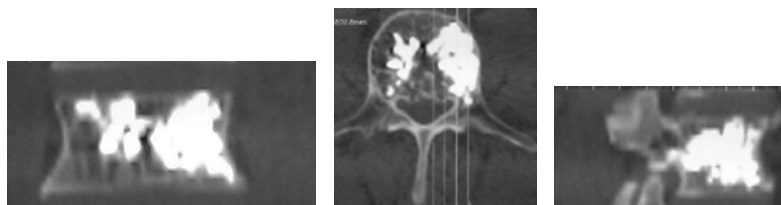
Tomografia computerizată postoperatorie care indică umplerea satisfăcătoare și lipsa extravazării cimentului în afara corpului vertebral L3
